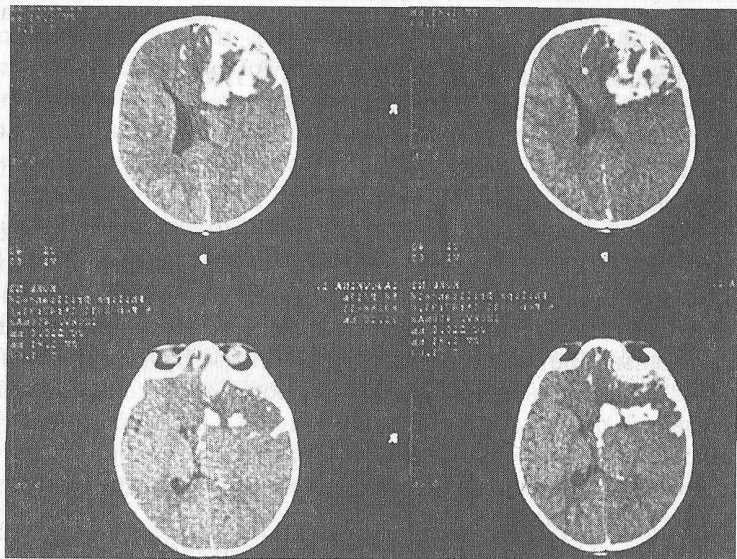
Внутричерепные кровоизлияния у пострадавшего с синдромом «встряхнутого ребенка» (компьютерная томограмма)
